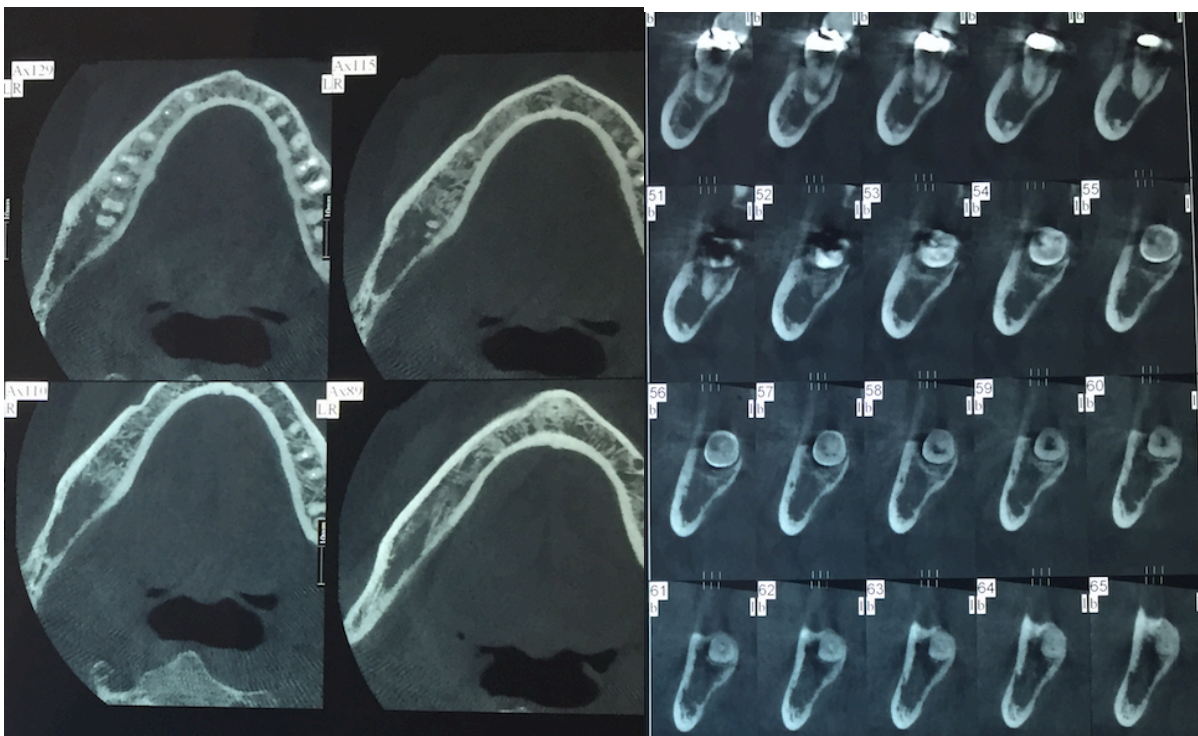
Coupes axiales et sagittales de la tomographie volumétrique
